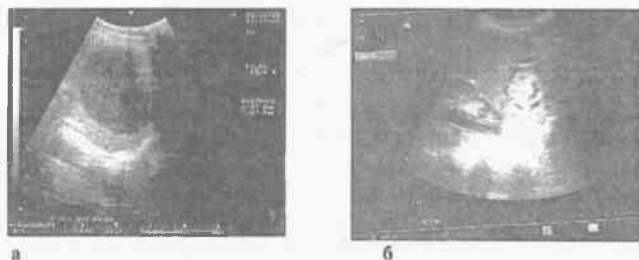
УЗИ: непаразитарная киста селезенки до операции (а) и через 10 суток после (б)
